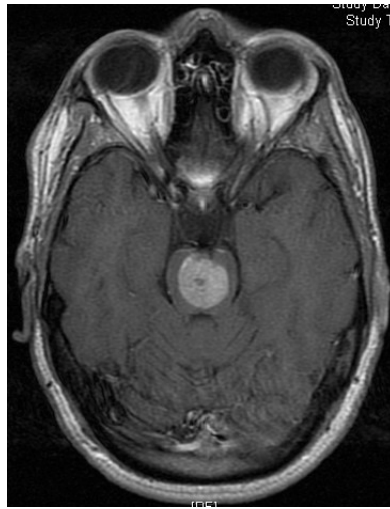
RMN craneal de uno de los pacientes incluidos en nuestro estudio. Cavernoma que afecta al mesencéfalo.
